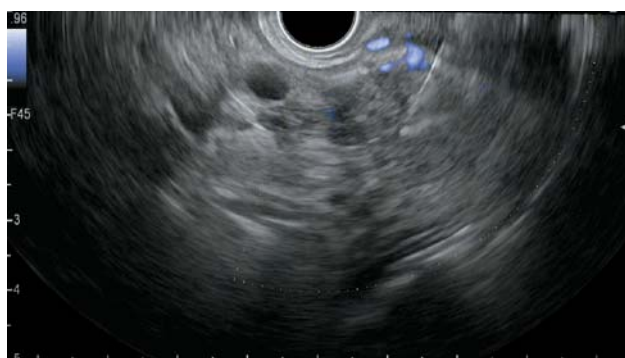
Ультразвуковая эндосканограмма. Тонкоигольная пункция новообразования ПЖ под контролем эндо-УЗИ.
